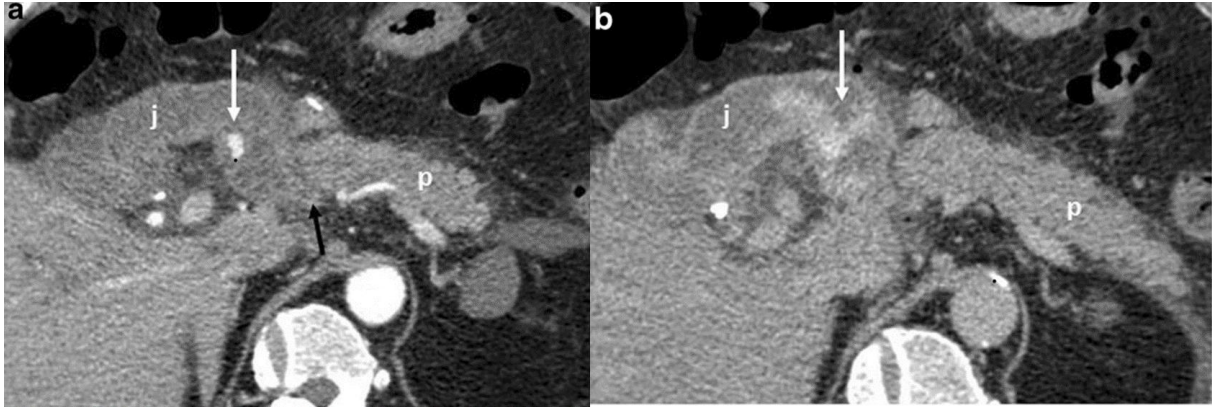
Saignement endoluminale. TDM en coupe axiale montrant une extravasation active en phase artérielle (flèche blanche en a) dans l'anse jéjunale anastomosé (j). Le saignement devient plus évident dans la phase tardive (Flèche blanche en b) [9].
